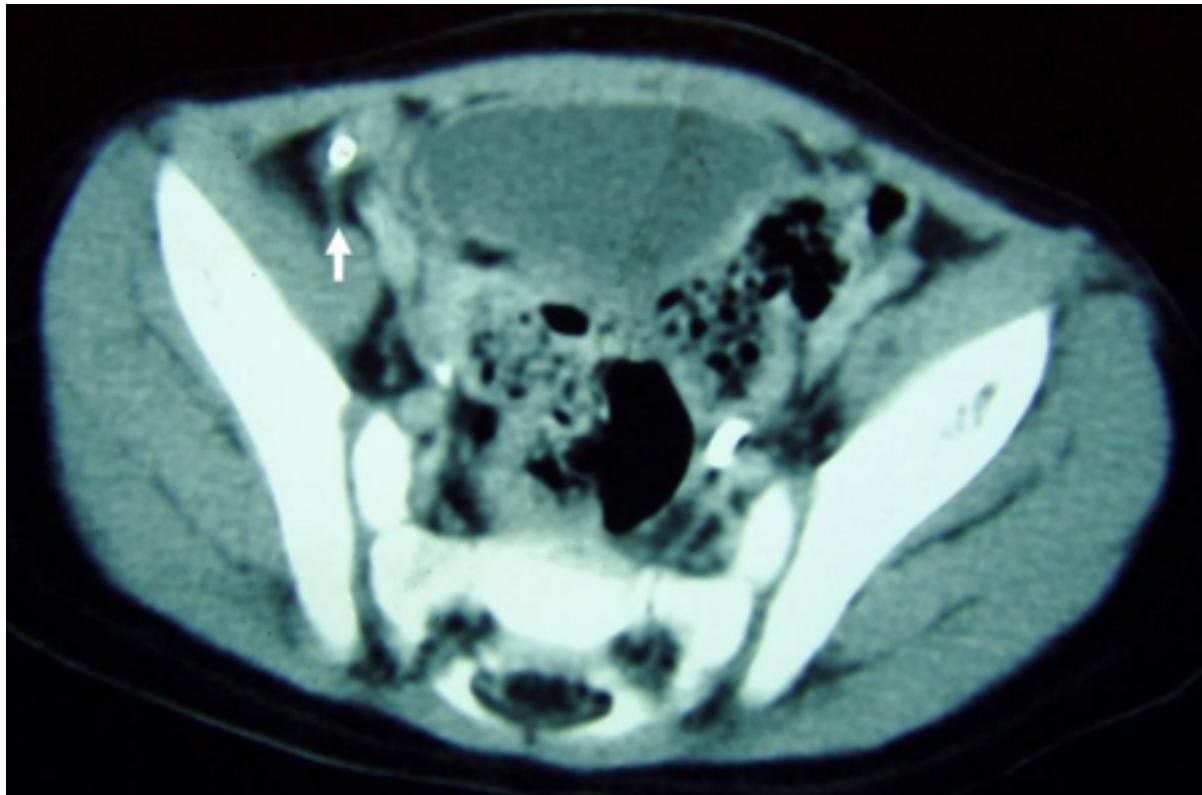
Tomografia computadorizada (TC) revelando fecalito (seta branca) fora do lúmen do apêndice consistente com apêndice perfurado
